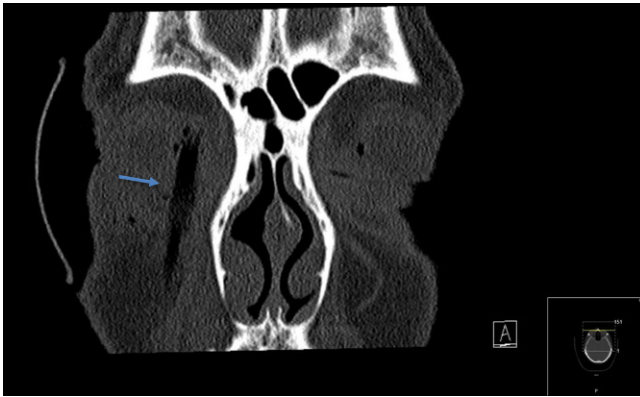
◀ Koronarer CT-Schnitt mit Darstellung eines ca. $5 \times 0,5$ cm großen tubulären luftgefüllten Fremdkörpers im Weichgewebe vom Jochbogen bis in die Orbita rechts (blauer Pfeil)
